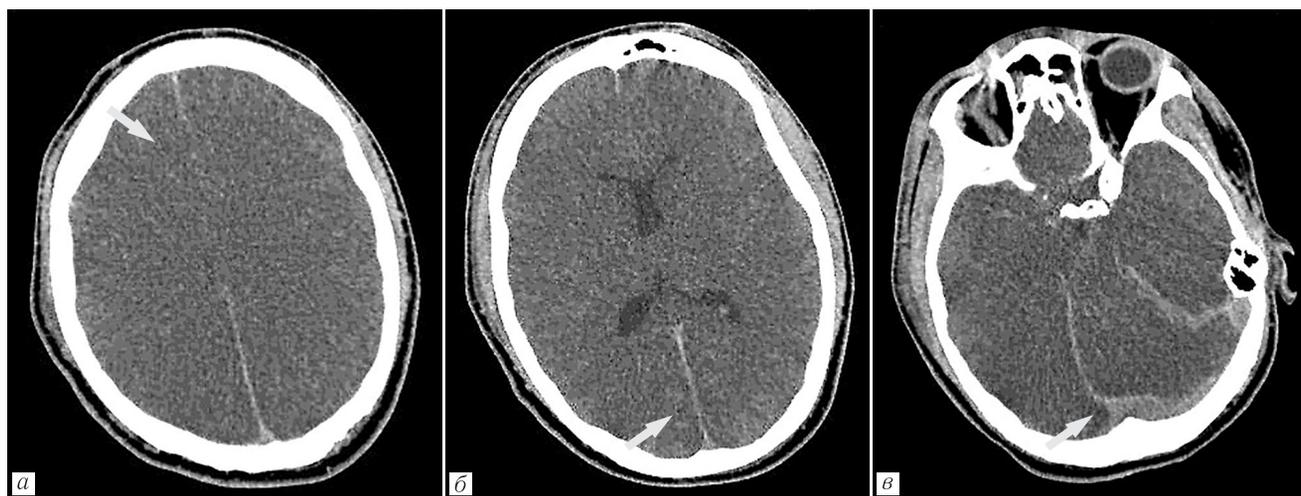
Пациент Б., 23 года. Острое отравление мефедронам, состояние после клинической смерти. Нативная (бесконтрастная) СКТ ГМ, аксиальные срезы. ПсевдоСАК. Потеря дифференцировки серого и белого вещества головного мозга, снижение плотности паренхимы мозга, сужено субарахноидальное пространство и повышена его плотность (твердая мозговая оболочка, намет мозжечка, циркулирующая кровь в сосудистой сети черепа).
